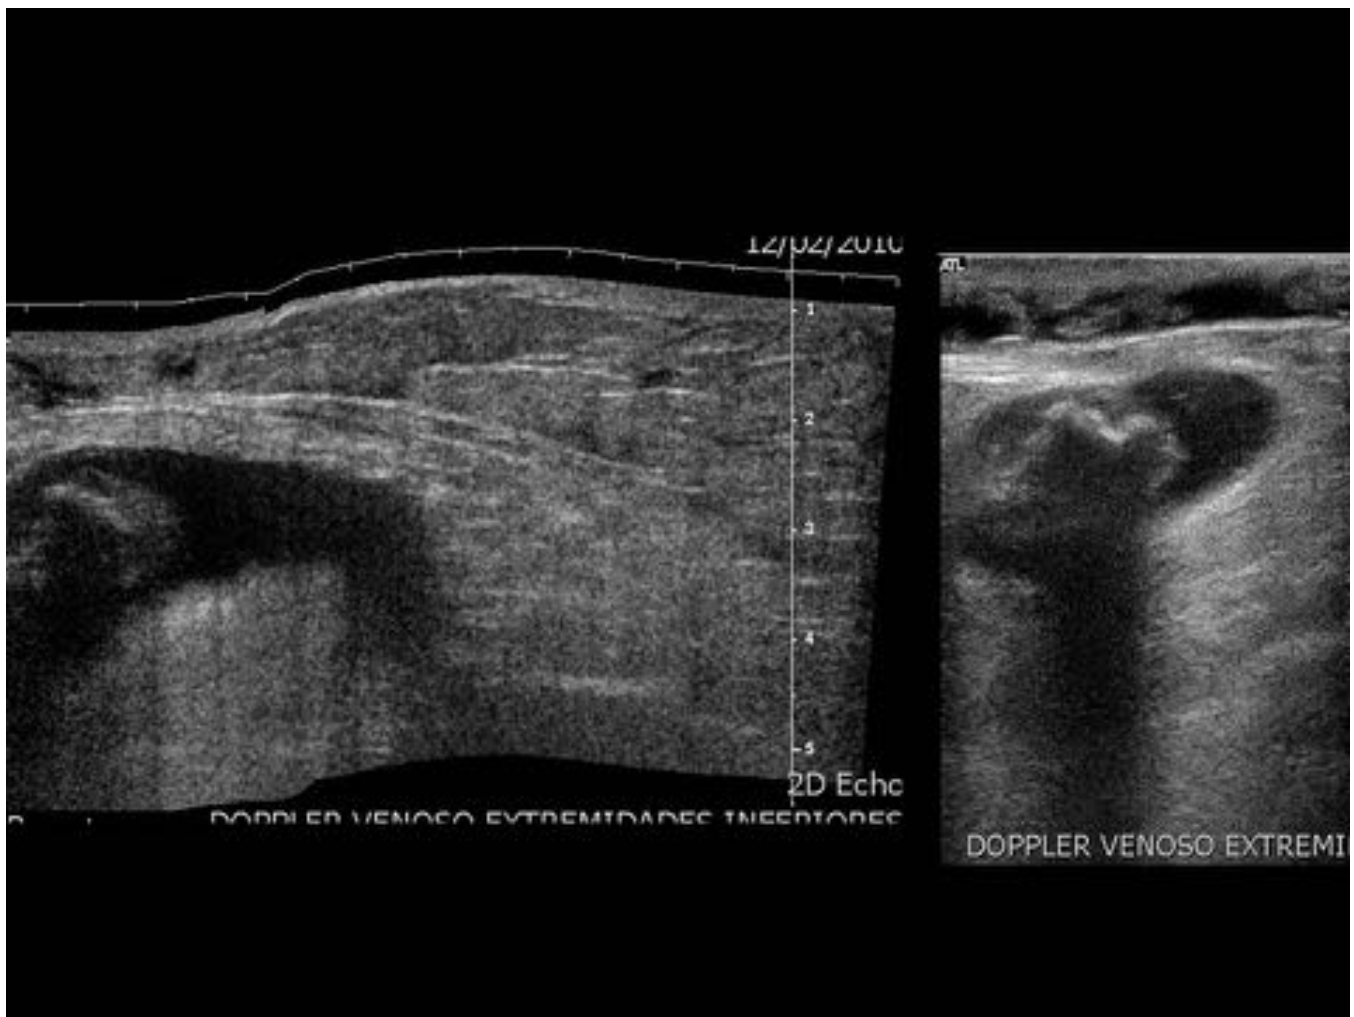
Paciente de 89 años a la que se le realiza ECO DOPPLER por sospecha de TVP y como hallazgo incidental observa importante cantidad de derrame articular y quiste sinovial en hueso poplíteo con imágenes calcificadas que sugieren condromatosis sinovial secundaria tanto a nivel articular como en el quiste.
